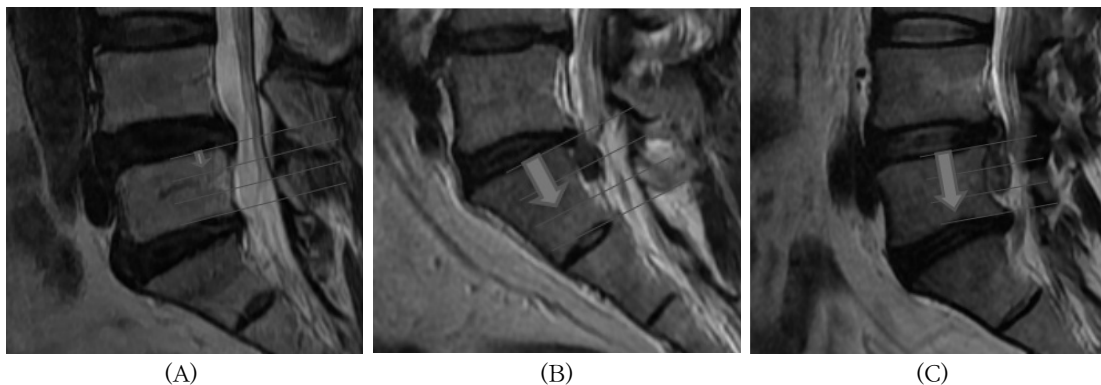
The posterior vertebral height are divided into three equal parts. The distance from the endpoint of the farthest LDH was measured using the software of our picture archiving/communication system, The extent of LDH is defined by the most distal (or proximal) endpoint of migrated herniated disc material in all MRI slices of each patient at any time. (A) Herniation in the proximal one-third of the height. The herniated disc extents over the proximal one-third of the height. (B) Herniation in the middle one-third of the height. (C) Herniation in the distal one-third of the height. All assessments of migration were performed with reference to trisection of the posterior height of the vertebral body.
